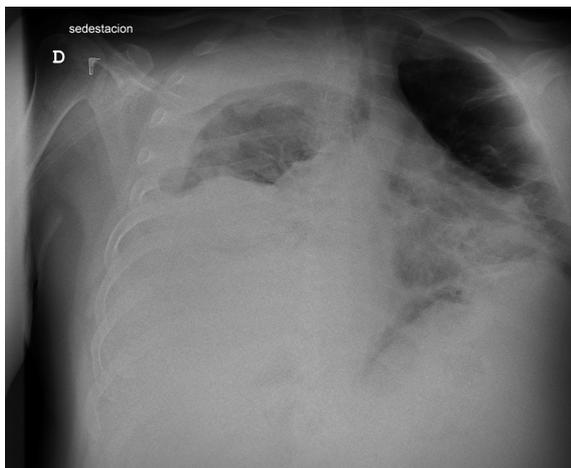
Radiografía PA portátil, realizada en planta.
